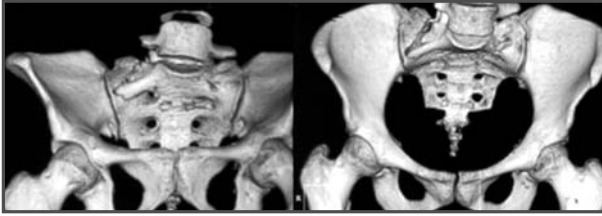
Imágenes de TC out-let/in-let.
